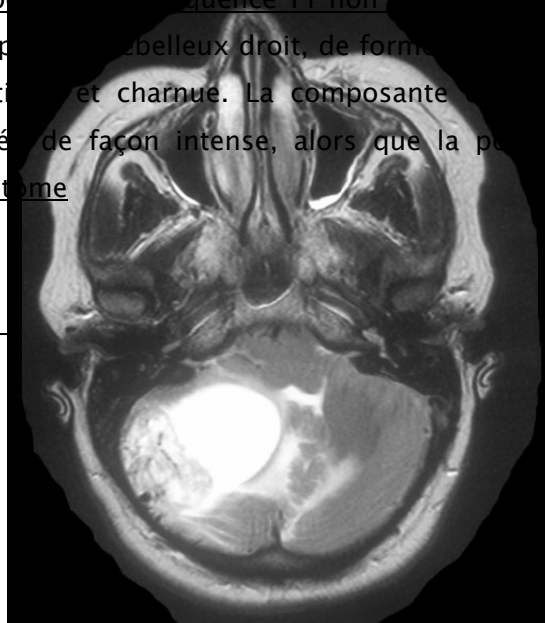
IRM en coupe axiale en séquence T1 non injectée (A) et injectée (B) et en séquence T2 (C) : lésion de l'hémisphère cérébelleux droit, de forme circulaire et de contours bien limités, à double composante kystique et charnue. La composante charnue est en isosignal T1, en hypersignal T2, rehaussée de façon intense, alors que la portion kystique n'a pas pris de contraste : Hémangioblastome
